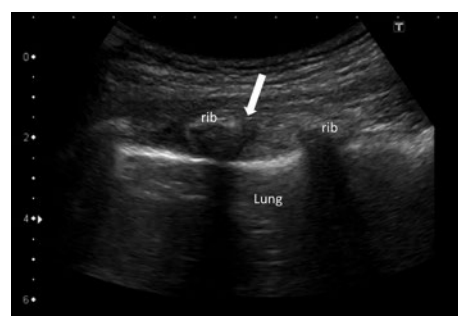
The ultrasound image of a slit-like osteolytic lesion (white arrow).
